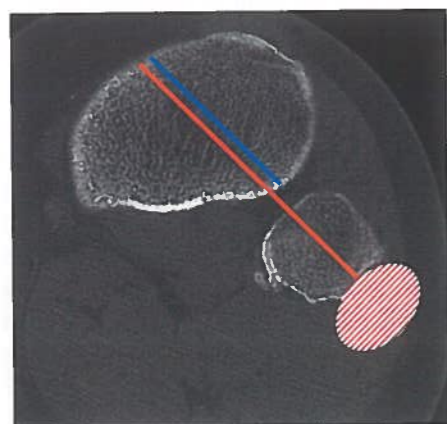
Darstellung des transtibialen (blau) und transkruralen (orange) Bohrkanales sowie des Gefahrenbereichs für den Nervus peroneus (rot gestreift), axiales CT-Bild des proximalen Unterschenkels auf Höhe des Caput fibulae
